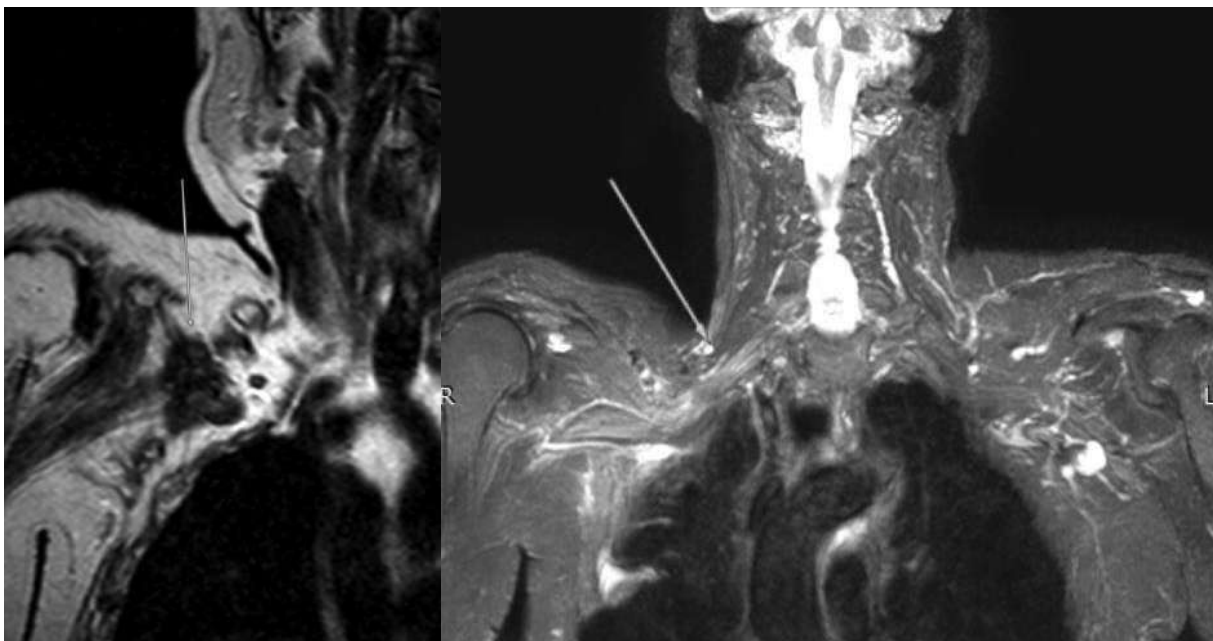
На МР-томограмах у режимі Т2 у сагітальній проекції визначається шваннома латерального пучка плечового сплетення
